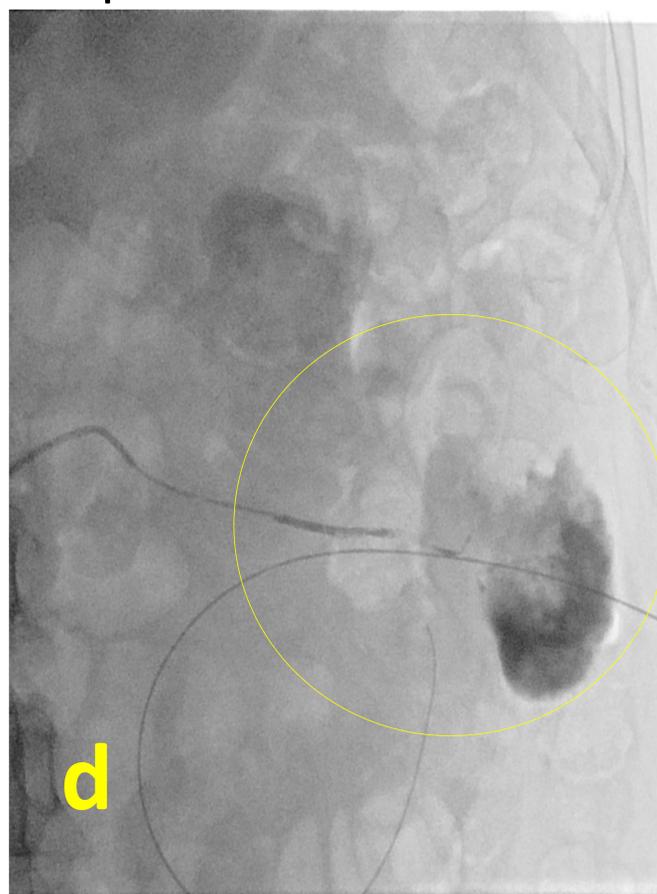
Sangrado post nefrostomía: a) radiografía que muestra la hidronefrosis grado IV y catéter de nefrostomía en su seno, b) Reconstrucción coronal que correlaciona la gran hidronefrosis con contenido hemático, c y d) arteriografías pélvica y renal izquierda identificando en polo inferior del riñón izquierdo la extravasación de contraste e) Embolización con Glubran/Lipiodiol de forma supraselectivamente de la arteria polar inferior.
